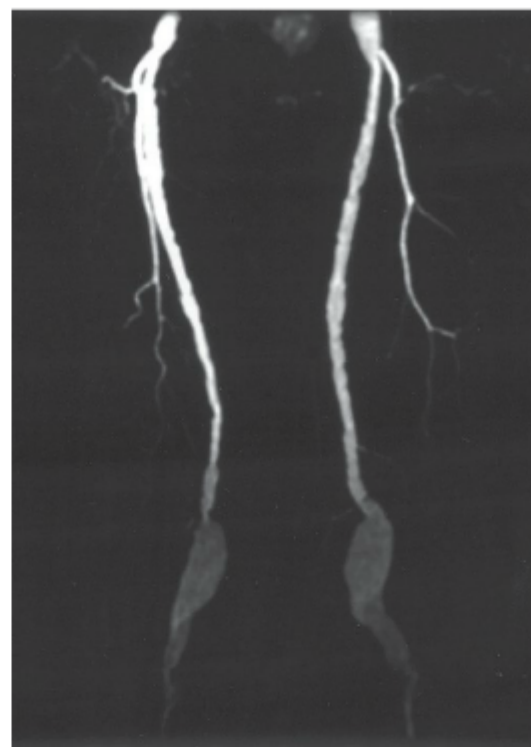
Angiografia por ressonância magnética contrastada por gadolínio dos vasos femoropoplíteos, em um paciente com aneurisma das artérias poplíteas bilaterais. (Cortesia de Servet Tatli, MD, e Edgar K. Yucel, MD, Brigham and Women's Hospital.)
